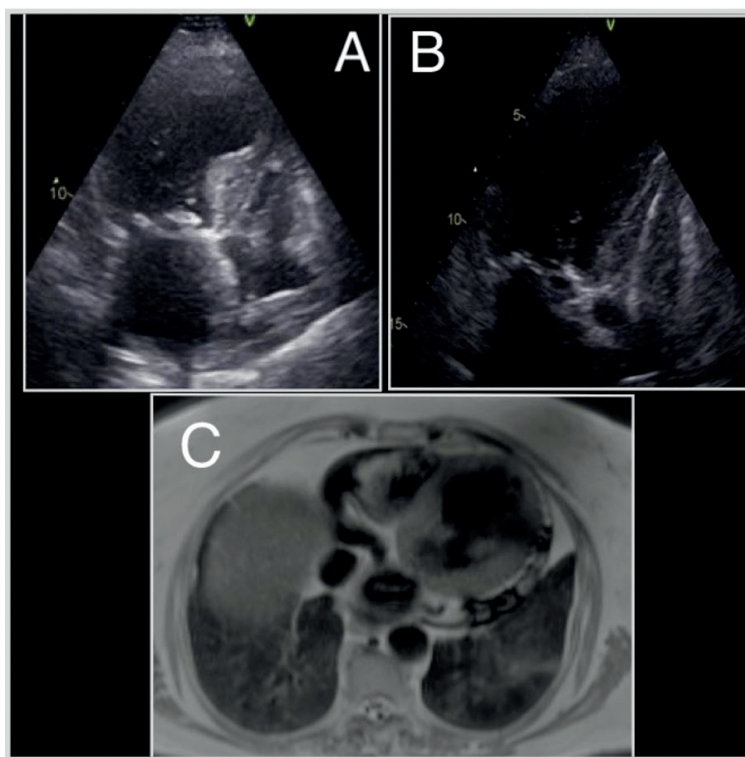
A-B: Ecocardiograma transtorácico demonstrando balonamento apical do ventrículo esquerdo e imagem de derivação nas câmaras direitas no corte apical das quatro câmaras C: Balonamento apical na ressonância magnética cardíaca.
